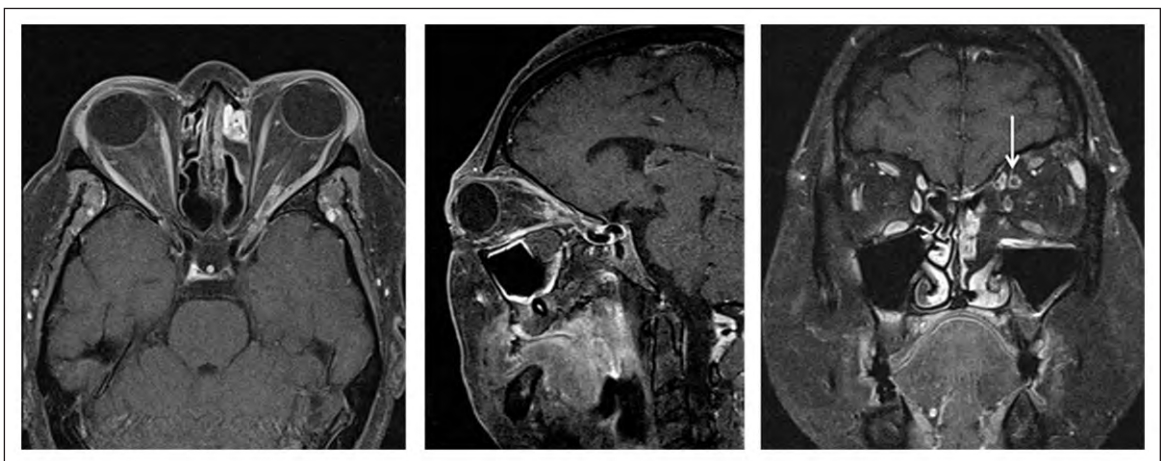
Resonancia magnética de control. En la resonancia magnética de órbitas en secuencia T1 FATSAT posterior al uso de gadolinio, se muestra realce intraorbitario intraconal y afectación del vértice orbitario, en el contexto de celulitis orbitaria, moderada proptosis izquierda. En la imagen coronal destaca dilatación de la vena oftálmica superior con defecto de llene y realce periférico (flecha blanca). Hallazgos concordantes con celulitis orbitaria izquierda y posible tromboflebitis de la vena oftálmica superior.
